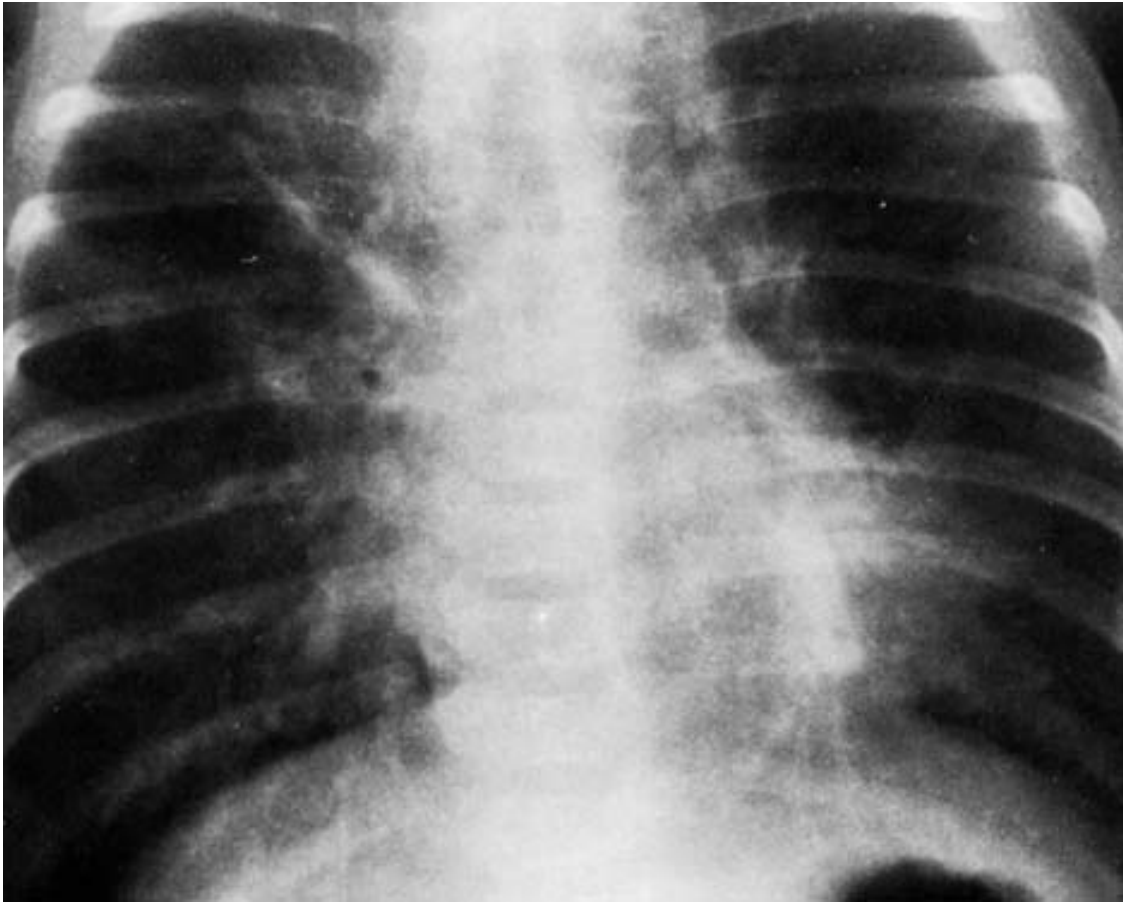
73. Radiografía frontal de tórax de un paciente con infección por pertussis, los infiltrados alveolares coalescen y hacen difusos los bordes del corazón.
